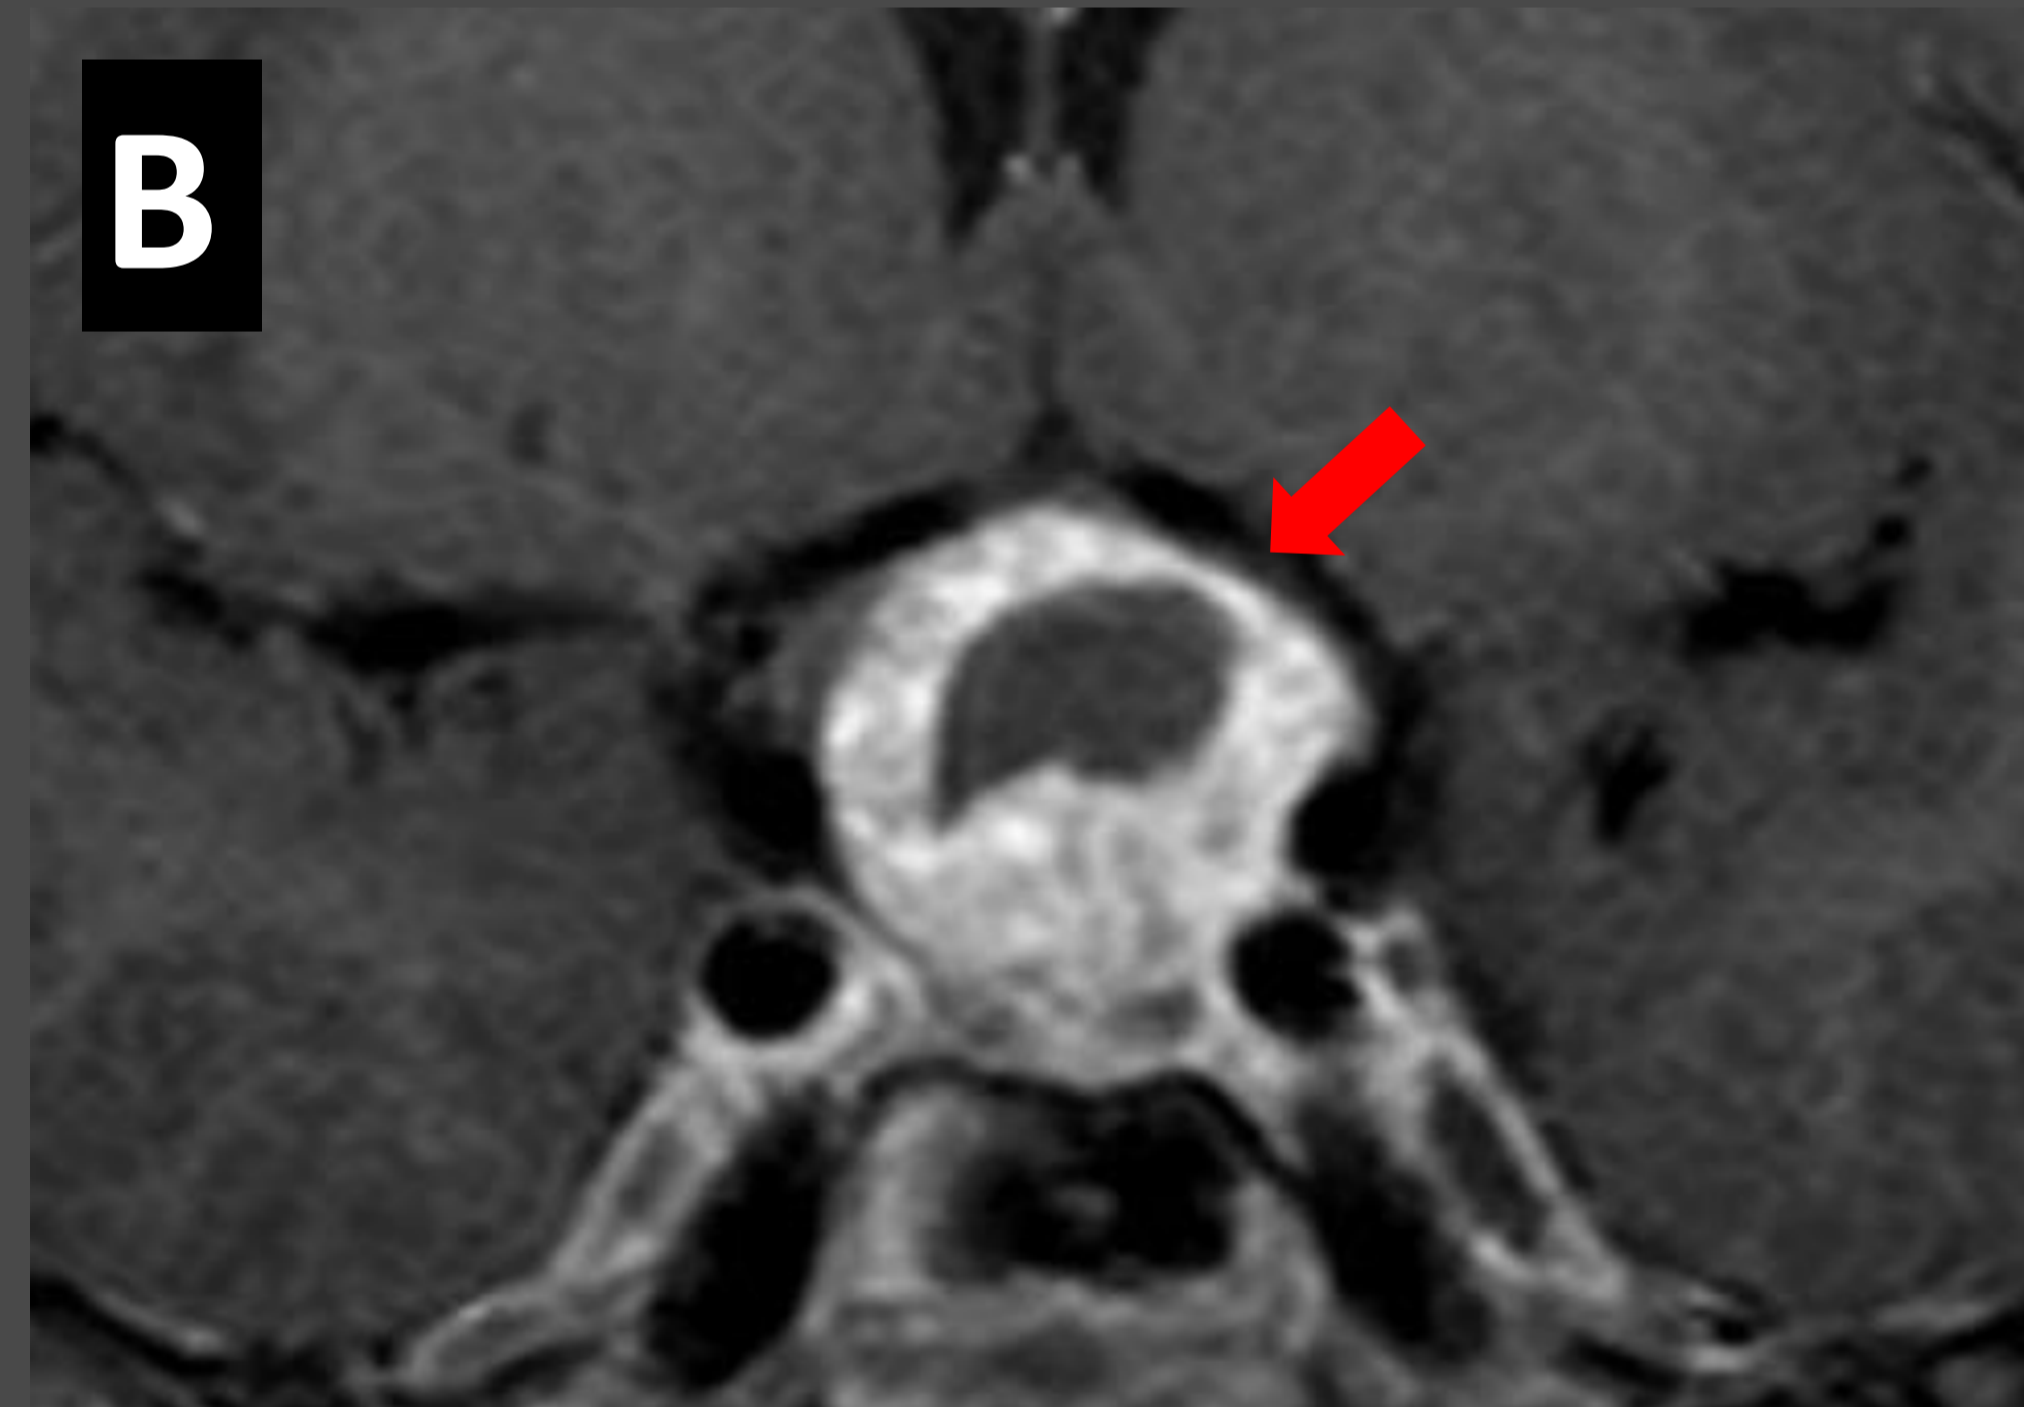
Paciente de 10 años con alteración visual. En TC sin contraste de cráneo (A) se evidencia una masa selar con extensión supraselar que presenta calcificaciones (punta de flecha). Esta lesión mostraba realce intenso y áreas quísticas (flechas rojas) en RM (B, C, D, E).
